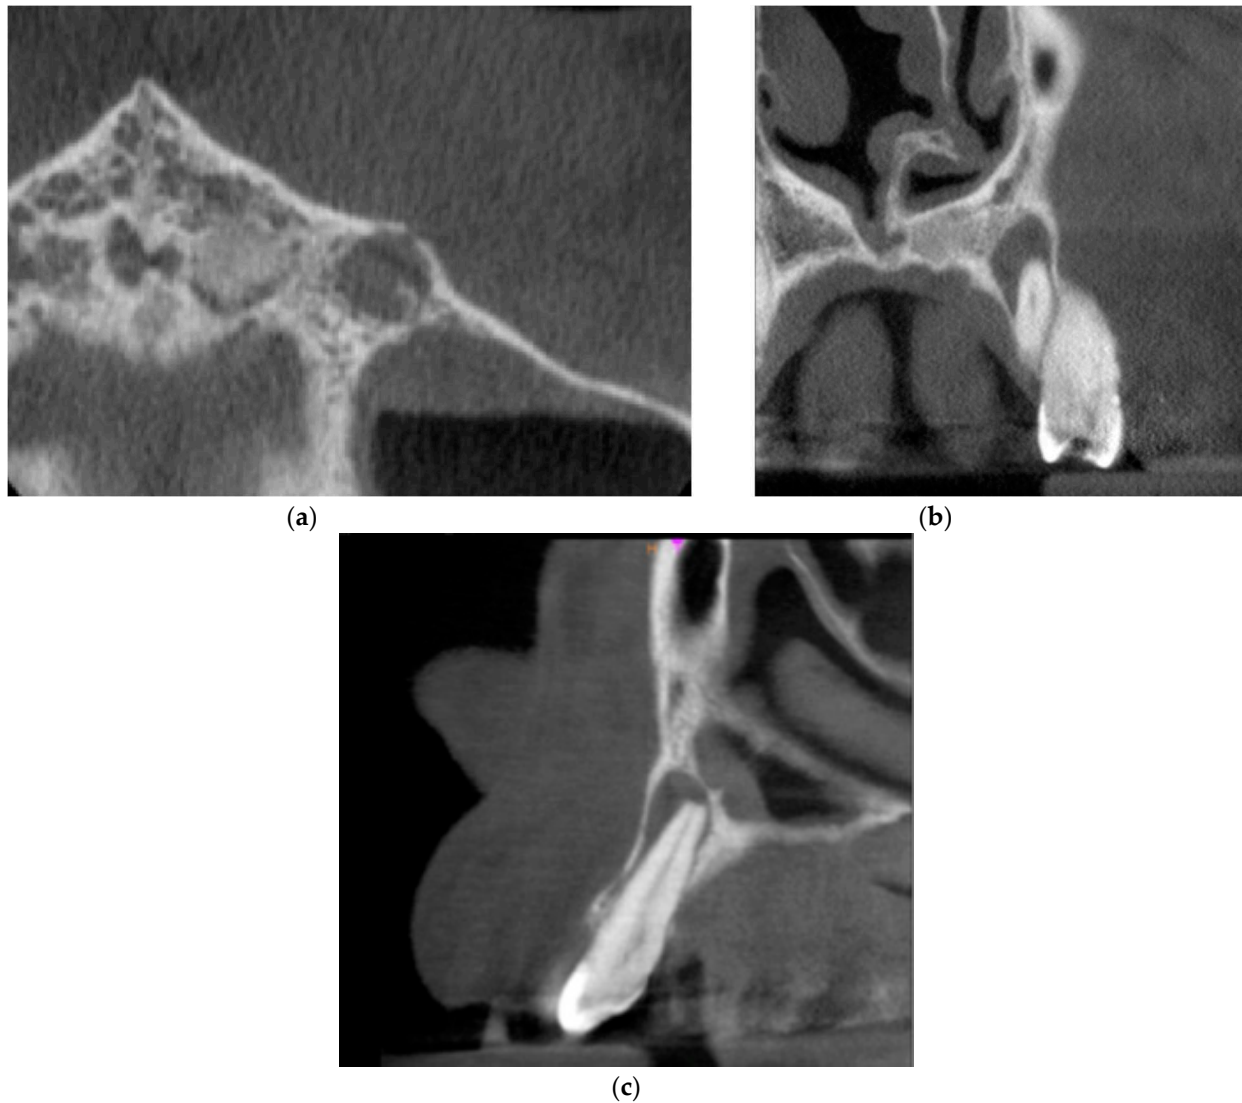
Preoperative cone beam computerized tomography (CBCT) images presenting the periapical lesion around the root of tooth no. 23 (date of CBCT examination: 22 May 2020): (a) axial view; (b) coronal view; and (c) sagittal view.
